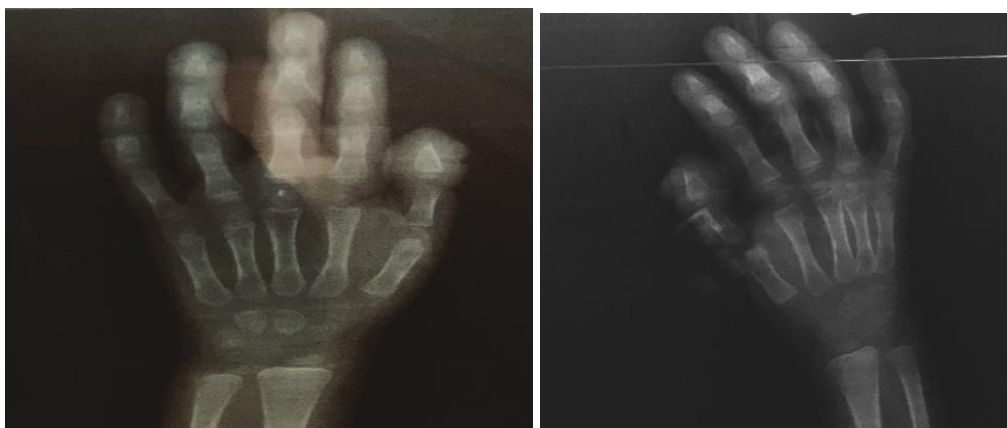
Radiographies des mains réalisée le 23/09/2020 ayant permis de déterminer un âge osseux de 02 ans ; photos prises au service de P1.
